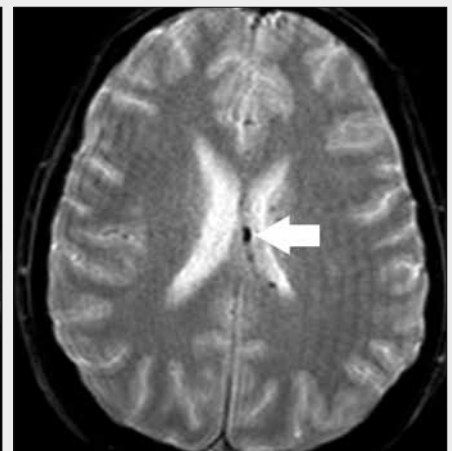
Typický obraz DAP na zobrazovacích metodách. Nativní CT: A – hyperdenzní ložiska v subkortikální lokalizaci. MR: B – T2 hyperintenzní; C – GRE hypointenzní; D – FLAIR hyperintenzní
